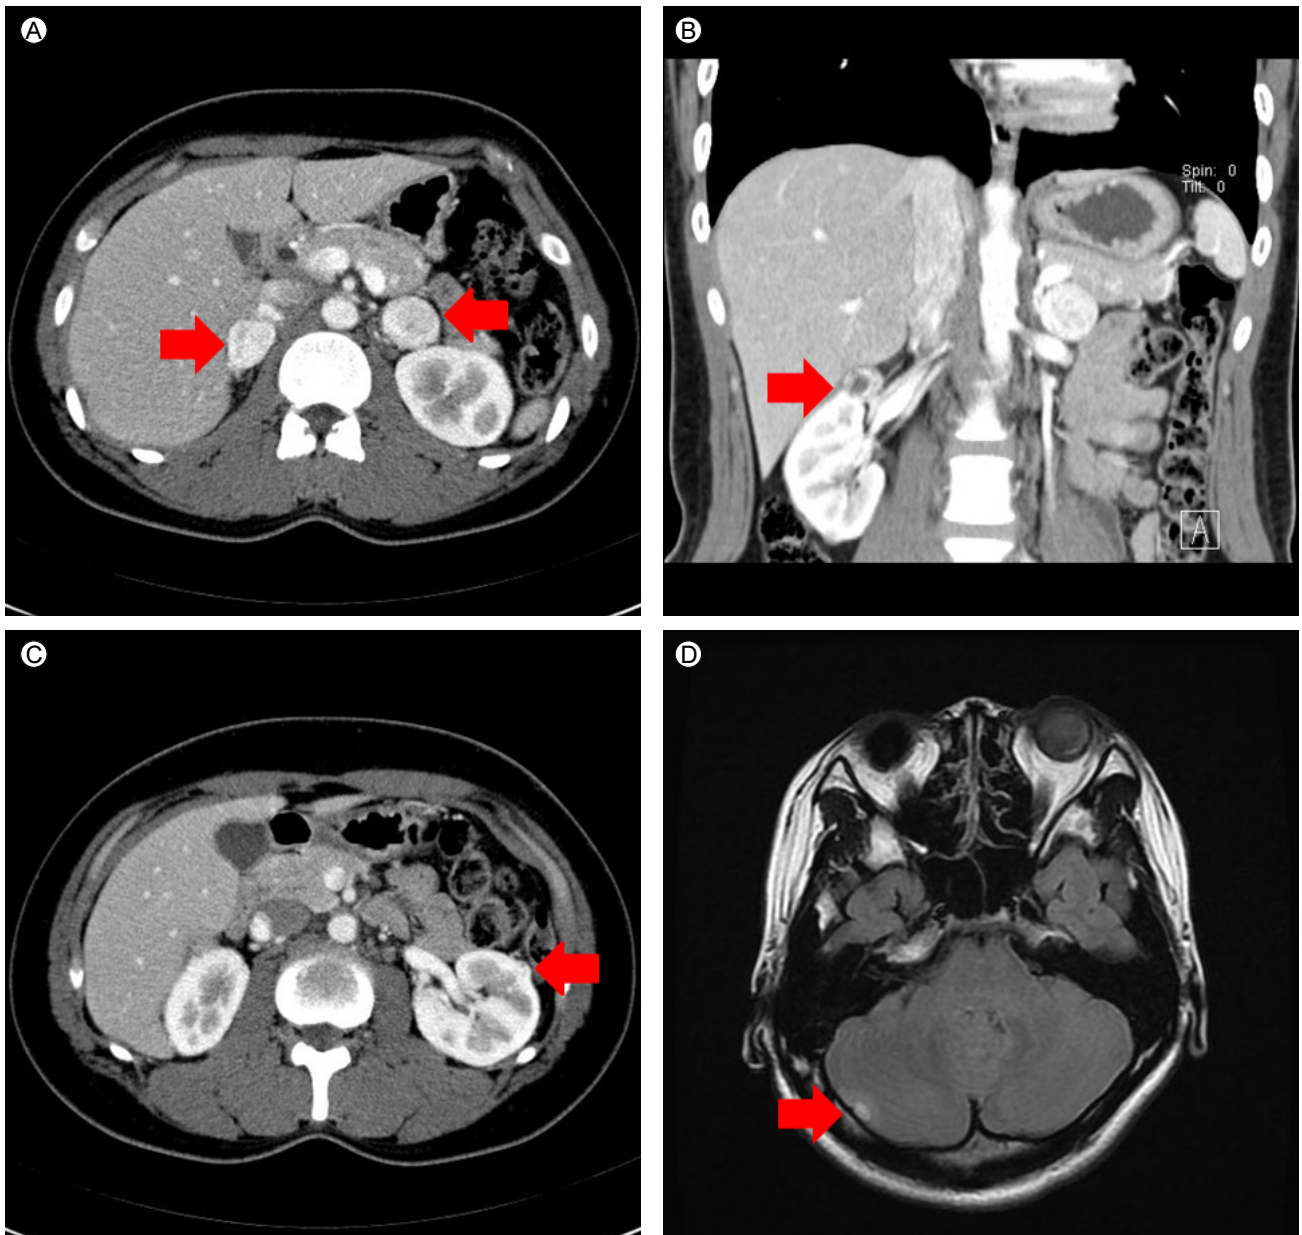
Initial imaging study. (A) Bilateral pheochromocytoma in abdominal computed tomography. (B) Right kidney mass in abdominal computed tomography. (C) Left kidney mass in the left upper pole in abdominal computed tomography. (D) Hemangioblastoma in the right cerebellum in brain MRI.
